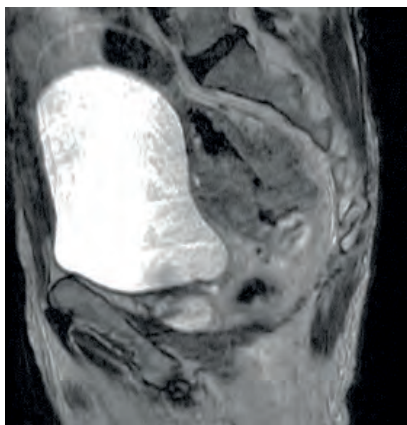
Hydro-MRI in sagittal projection (T2 VI mode). Large formation of the mid-ampulla of the rectum, mixed endo-exophytic form with signs of massive invasion of the surrounding tissue and the posterior wall of the bladder
